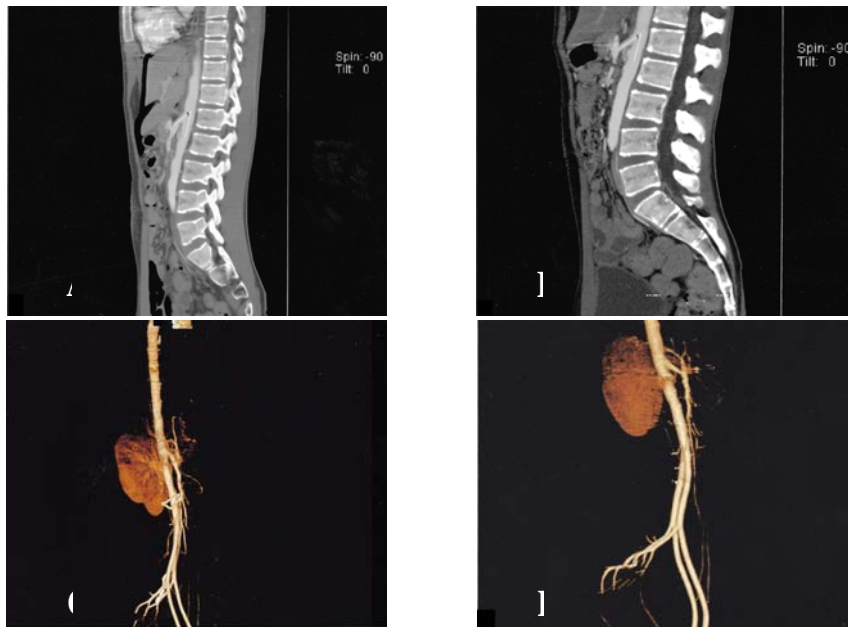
Comparison of pre- and post-operative abdominal CT angiography and 3D reconstruction (A.C: Pre-operative B.D: Post-operative 3 month), showing slight increase in the angle between SMA and aorta from 37° to 39°
